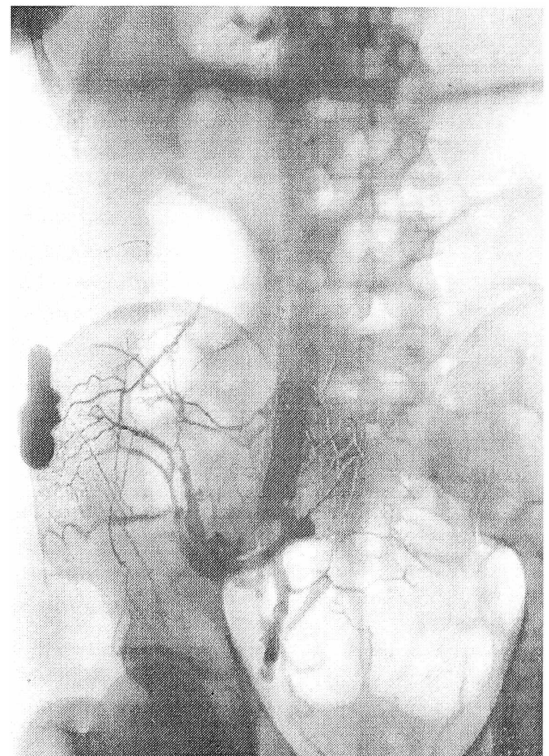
Рентгенограмма после введения 70 мл контраста
